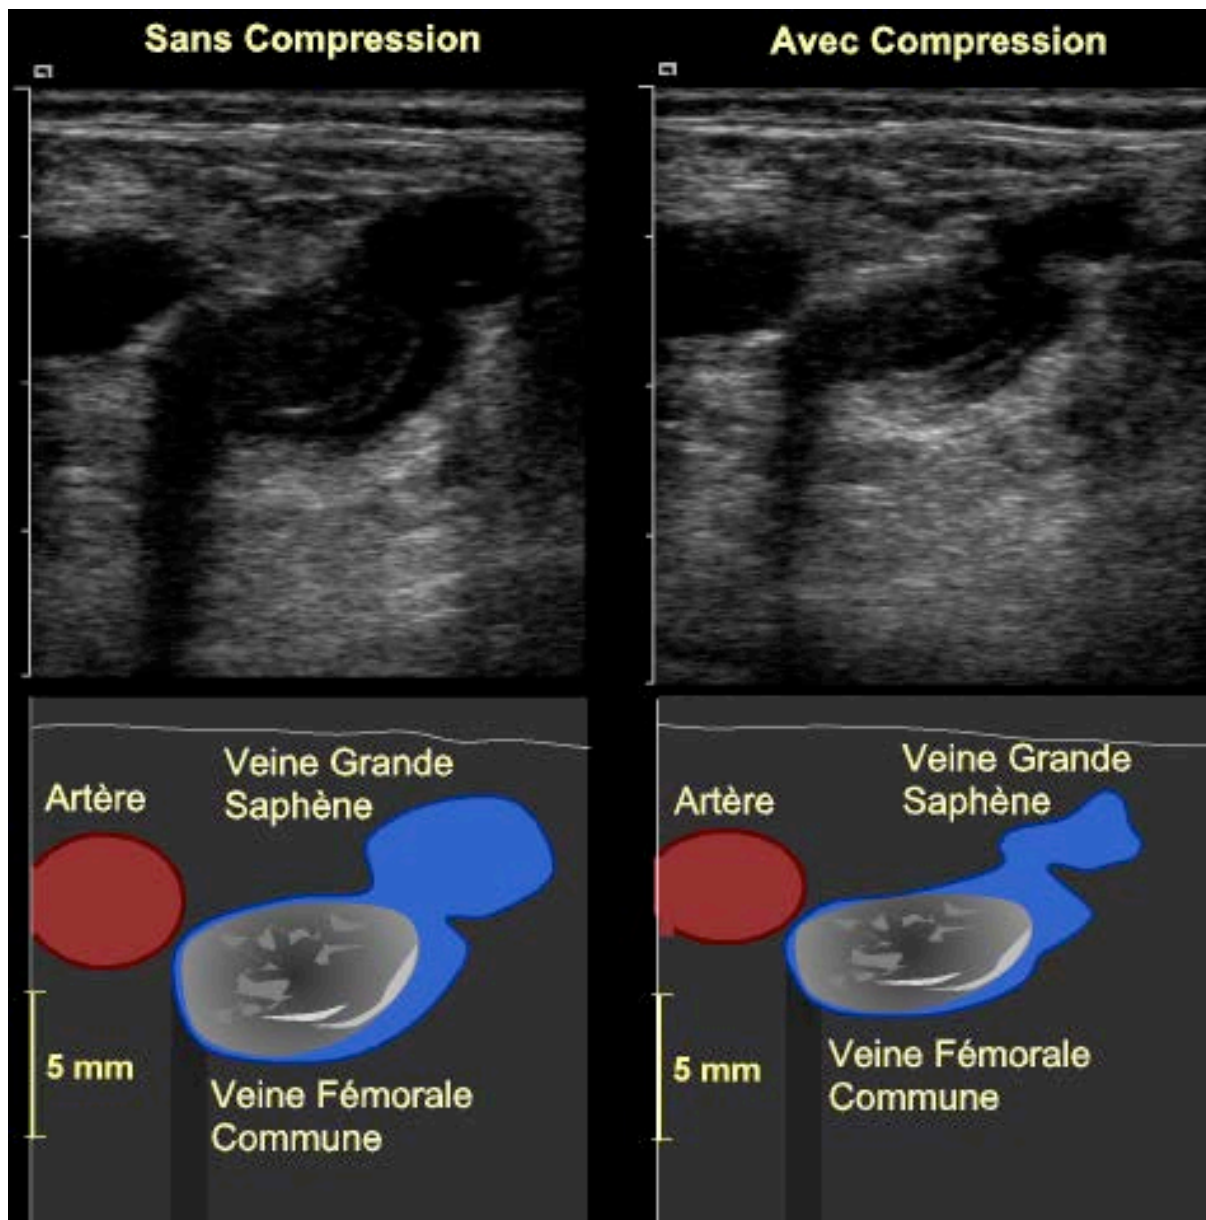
Échographie de compression de la veine fémorale commune en regard du pli inguinal, en coupe transversale. Visualisation du thrombus avant compression puis incompressibilité de la veine lors de la manœuvre de compression, montrant ainsi la présence d'une thrombose veineuse profonde.
